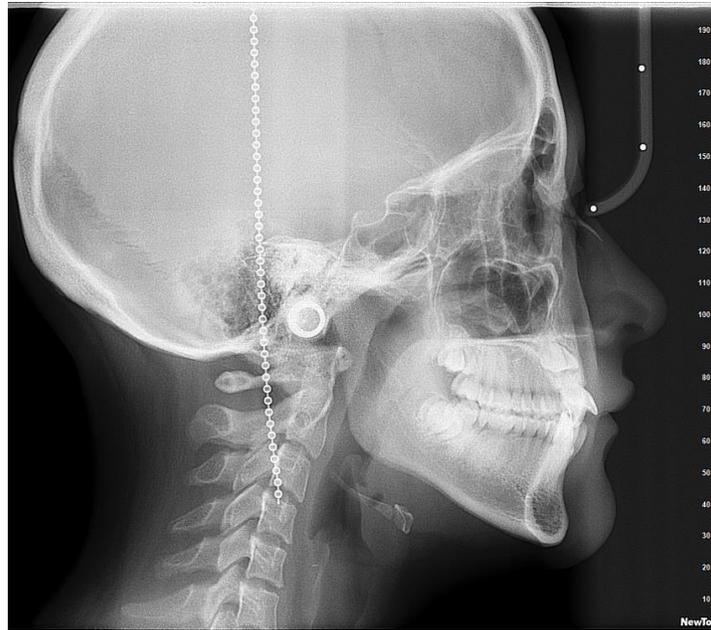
Radiografía lateral de cráneo
